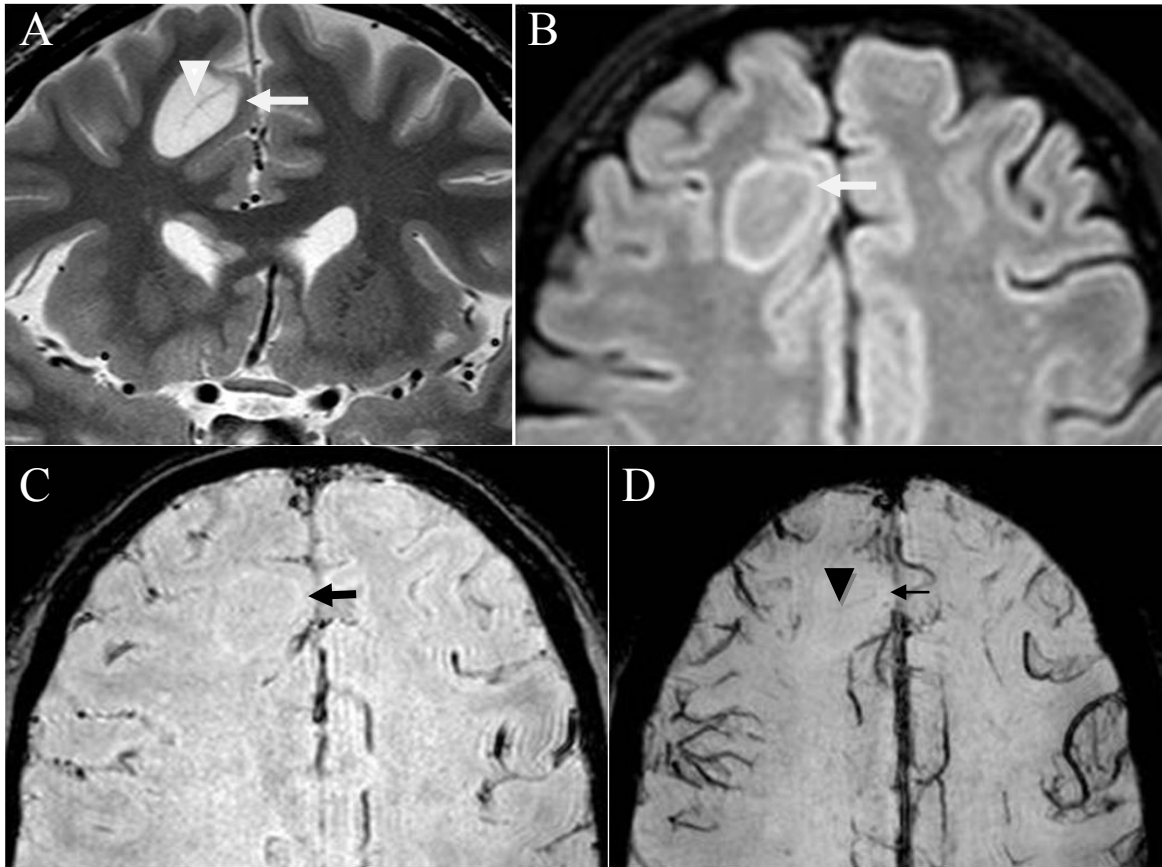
MR Bilder eines 24-jährigen Patienten mit MS (A-D). Die interessierende subkortikale Läsion im rechten Frontallappen ist mit weißen bzw. schwarzen Pfeilen gekennzeichnet. Die zentral verlaufende Vene ist in A und D mit Pfeilspitzen markiert. In der koronaren T2-gewichteten Aufnahme (A) ist die zentral verlaufende Vene bereits deutlich zu erkennen. Die FLAIR Aufnahme (B) zeigt eine deutliche periphere Hyperintensität (Pfeil). Im SWI Betragsbild (C) ist die Läsion klar zu erkennen, die mIP (D) zeigt die zentral verlaufende Vene.
